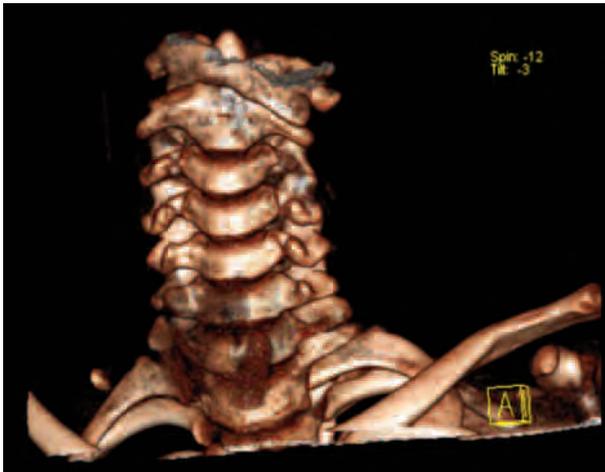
Reconstrucción digital mediante TAC cervical proyección anterior.
